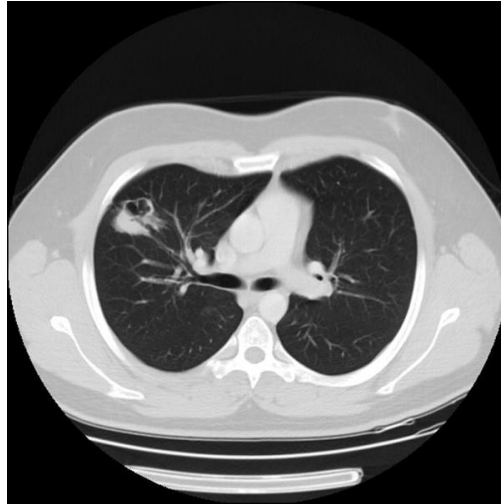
Computed tomography image of germ cell tumor metastasis
